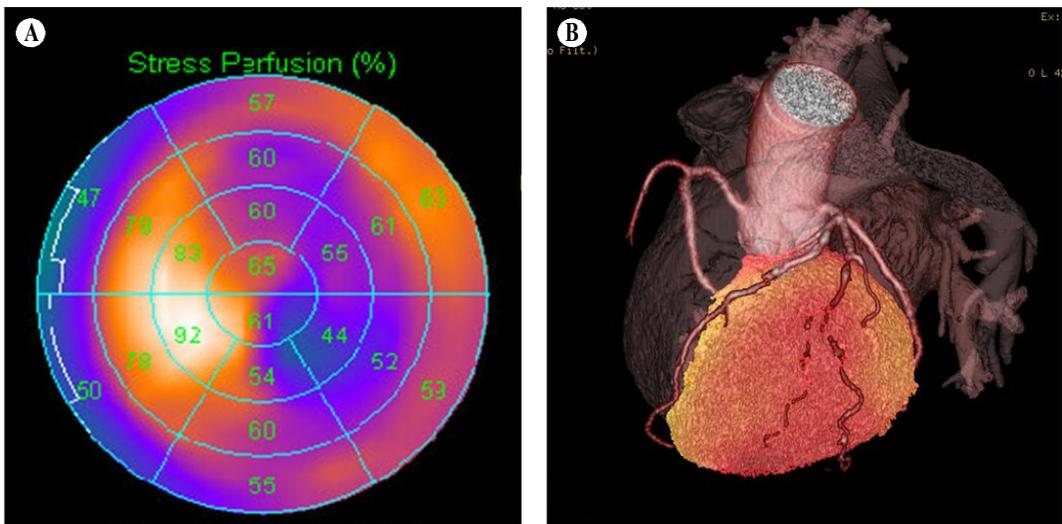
(A) Polar map of adenosine stress myocardial perfusion imaging with Tc-99m sestamibi shows a pronounced apical and mid-anterior wall and lateral wall defect indicating an ischemia. The territory of this ischemia would generally be assumed to be subtended by the left anterior descending artery (LAD) and the left circumflex artery (LCX). (B) Anterior view of the 3-dimensional hybrid cardiac image obtained by fusion of the polar maps with the volume rendered CT coronary angiography of the same patient. The ischemic anterior and lateral territory is subtended by the severe stenosis of the prominent intermediate artery. By contrast, LAD and LCX do not contribute to this ischemia.
